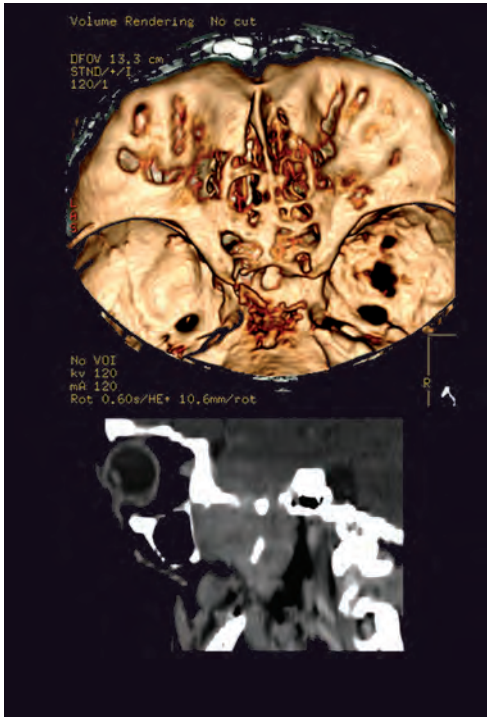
Meningioma da fossa temporal que se exterioriza pelo foramen oval (alargado) para o espaço extra-craniano (espaço mastigador) (TC).
